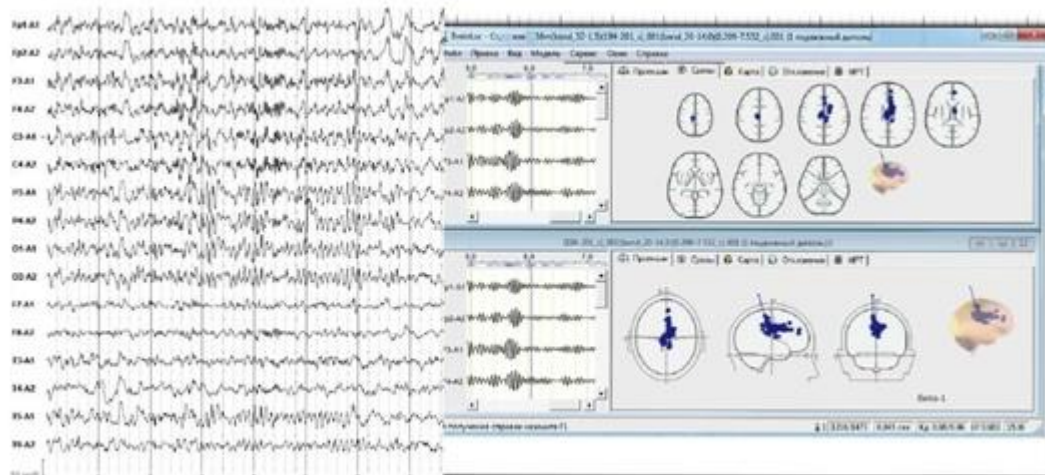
Мужчина, 36 лет. Жалобы на повышенную утомляемость, головные боли. Слева - электроэнцефалограмма. Справа - локализация дипольных источников β -активности в области мозолистого тела и боковых желудочков. На магнитно-резонансной томографии картина асимметрии А1-сегментов передних мозговых артерий и сужение просвета по обеим задним соединительным артериям. Снижение венозного оттока по правым поперечному и сигмовидному синусам и правой внутренней яремной вене
